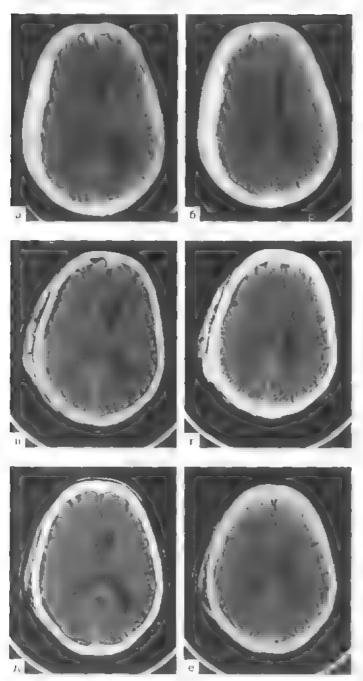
Компьютерные томограммы. Острая субдуральная гемагома правой лобно-теменно-височной области.
